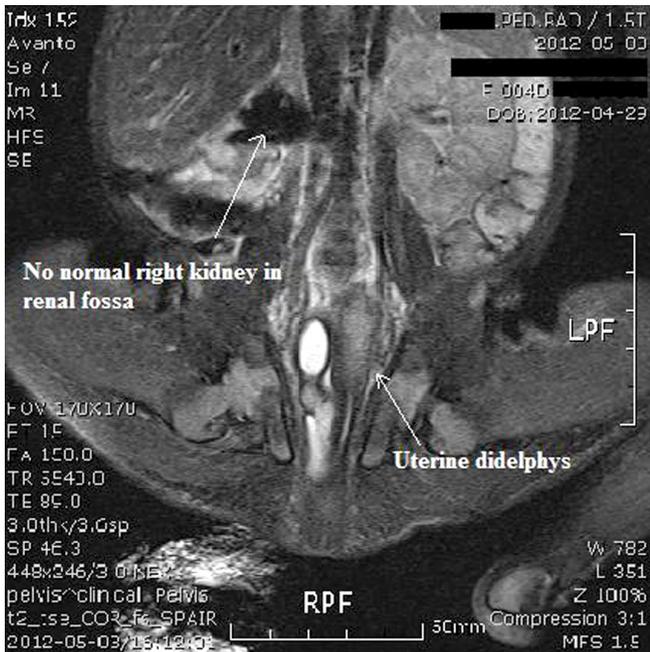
Magnetic resonance imaging pelvis (non-contrast): there is no normal right kidney in renal fossa and uterine didelphys is detected.
